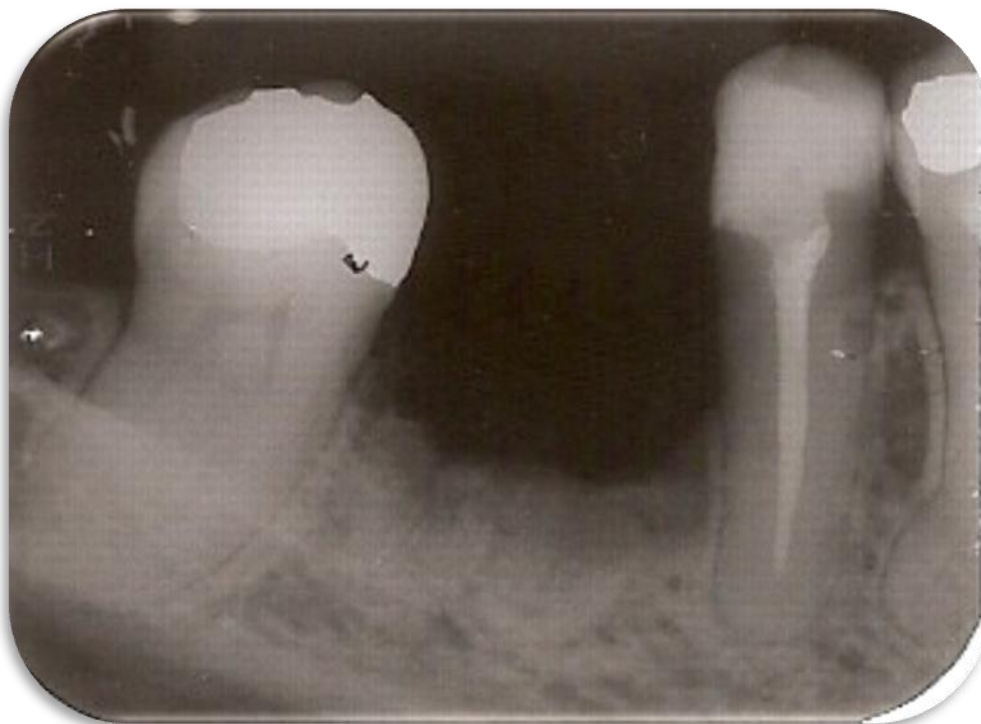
Radiografia periapical da região do 46-48: demonstrando a evolução da cicatrização do tecido ósseo.
